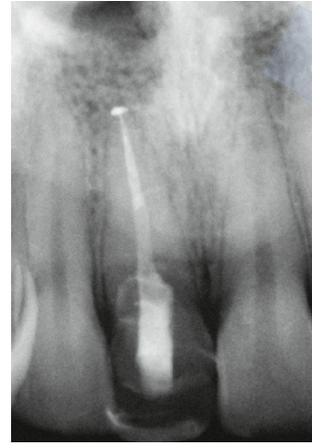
Intraorales Röntgenbild nach erfolgter Wurzelkanalfüllung in Teilstifttechnik. Anschließend wurde präparationslos ein intrakanalärer adhäsiver Stift eingesetzt.
